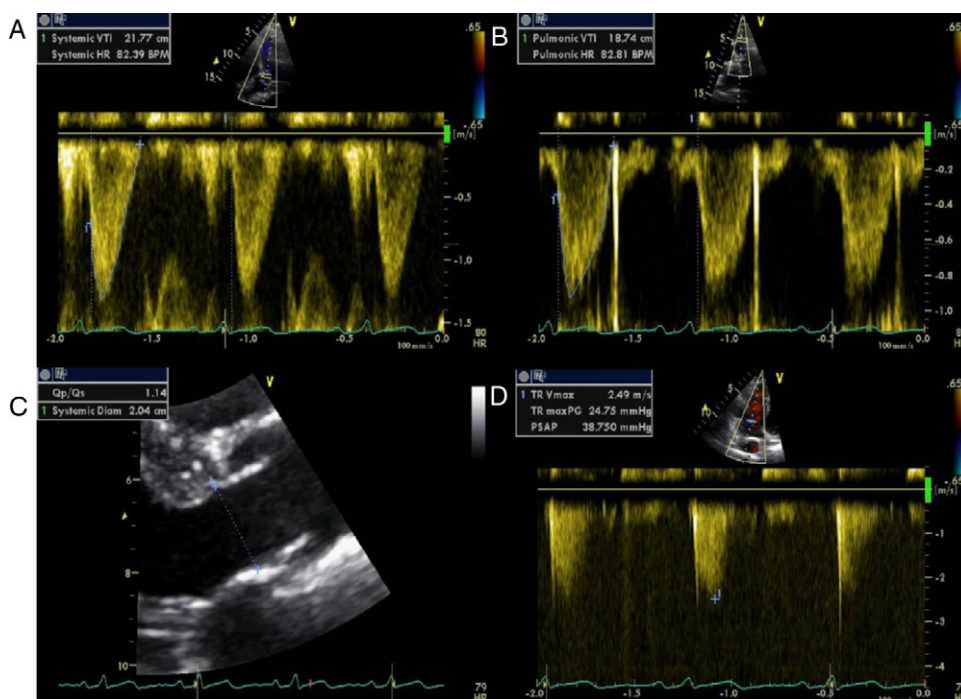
Foi calculado o QP/QS por estudo Doppler que foi de 1,14 (QP = 6,67 l/min e QS = 5,83 l/min) (A a C). Pela velocidade da regurgitação tricúspide fisiológica estimou-se pressão sistólica da artéria pulmonar normal (D).
